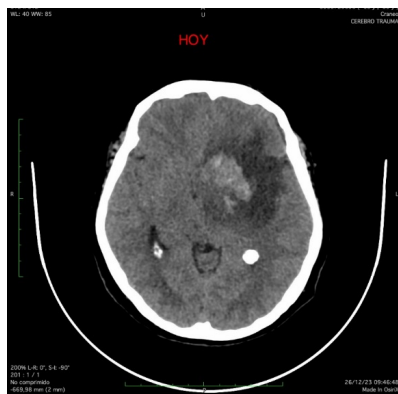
Tac de cráneo basal. Tomografía de cráneo basal con evaluación multiplanar: (a) Tomografía cerebral sin contraste muestra hipodensidad temporo-parietal; (b) tomografía de corte axial se visualiza compromiso del ventrículo lateral izquierdo. (c) Presencia de herniación subfalcina hacia la derecha Fuente: Aylin Flores, Salvador González (2023).
